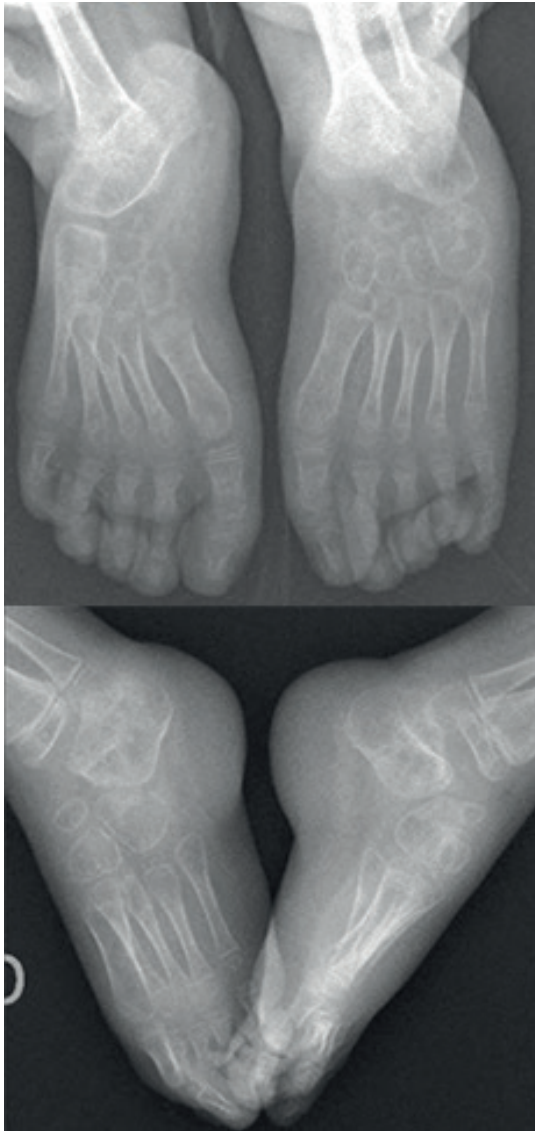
Radiografía bilateral anteroposterior y lateral 4 meses tras cirugía (ca-so 2).
